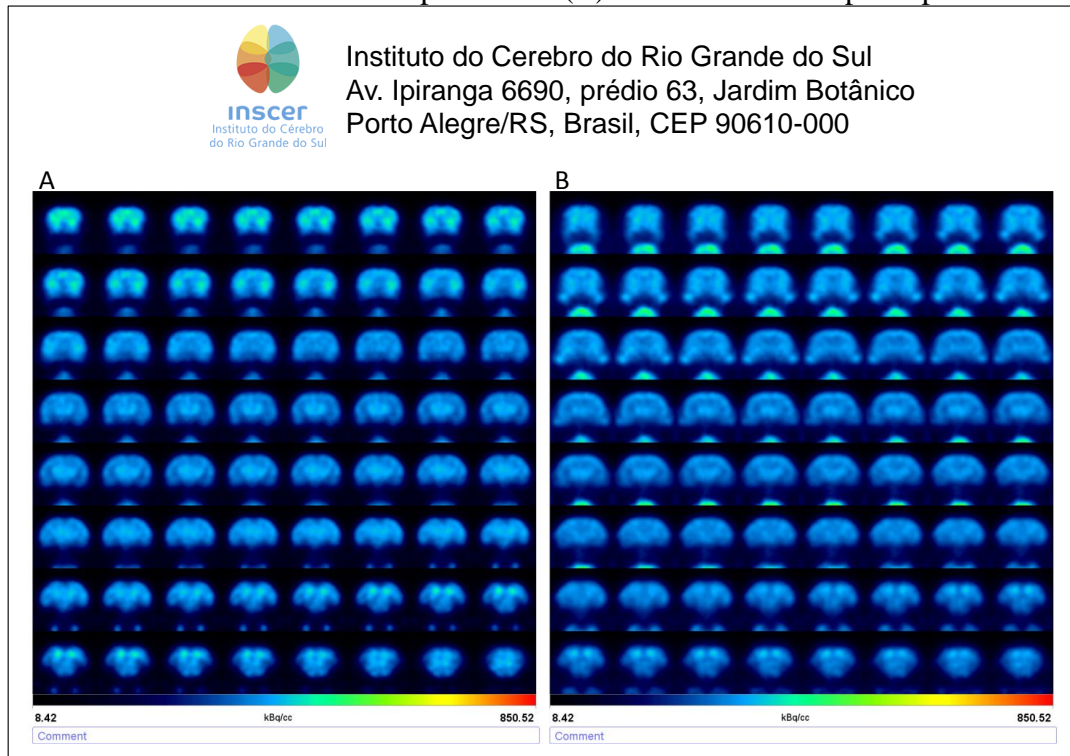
Exames de MicroPET-CT realizados antes e após o parto (RUPP-2) – Em (A) exame realizado antes do parto e em (B) exame realizado após o parto.
